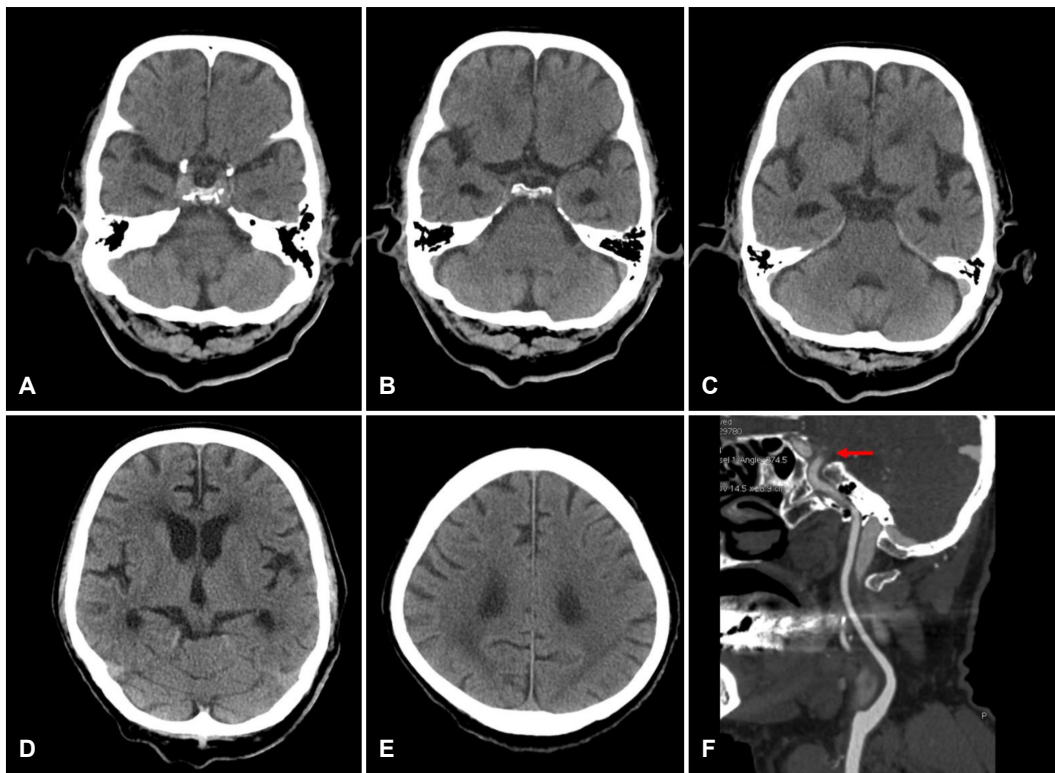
Baseline brain images of the patient. Brain computed tomography (CT) (A-E) and CT angiography (F, curved planar reformation image) showed occlusion of left supraclinoid internal carotid artery (arrow) without hyperdense vessel sign and evidence of acute ischemic stroke and hemorrhage.
